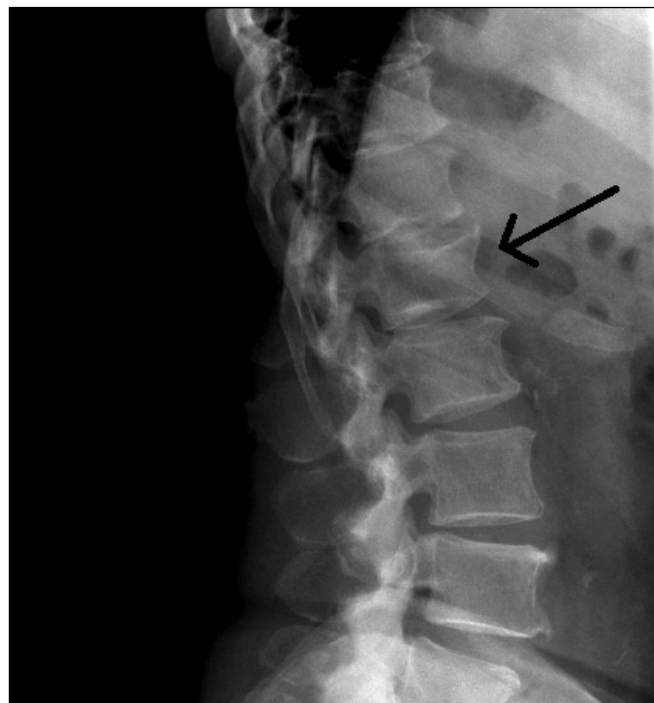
Компрессионный перелом первого поясничного позвонка на боковой рентгенографии.
